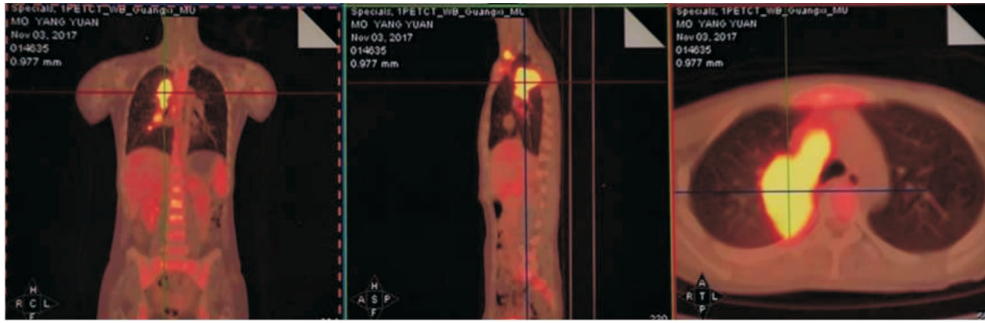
全身播散性偶发分枝杆菌病患者肺部 CT 影像图
